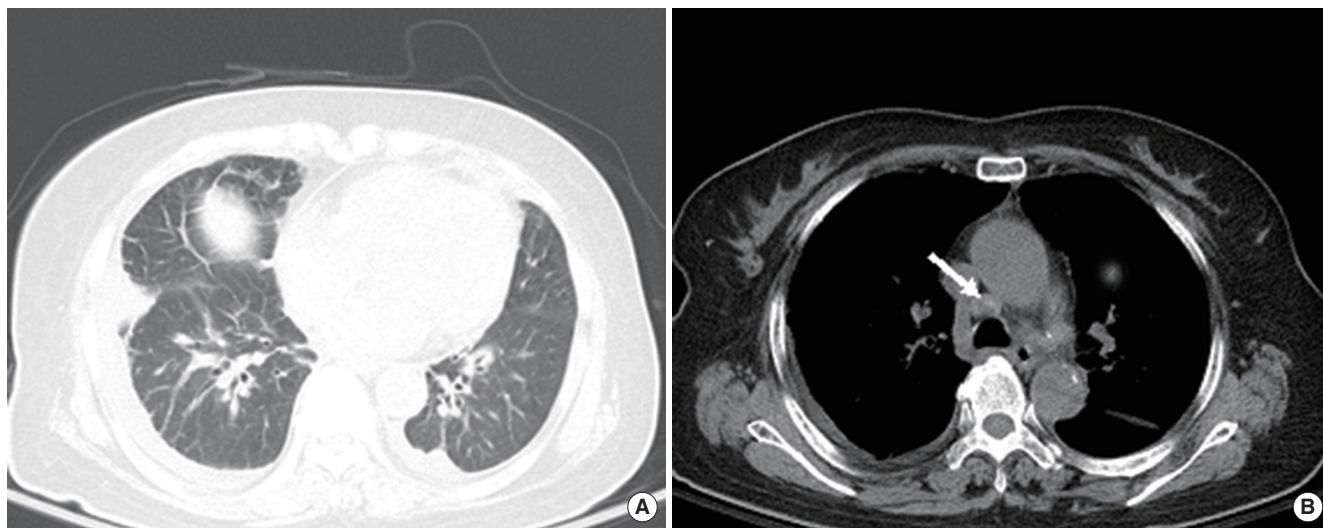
High-resolution chest computed tomography images showing pulmonary edema (A) and mediastinal lymphadenopathy (B; arrow, mediastinal lymphadenom). DRESS syndrome can manifest interstitial pneumonia and pleural effusion.
